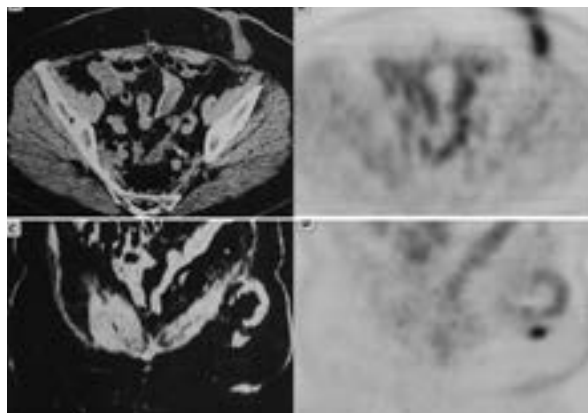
ПЕТ/КТ. Підвищене накопичення ^{18}F -ФДГ на тлі післяопераційних змін. А, С – КТ в аксіальній проєкції і фронтальній реконструкції ділянки живота; В, D – ПЕТ-реконструкції в цих проєкціях. Відмічається активне накопичення РФП у лівій повздожній ділянці, відповідно виведеній коло стоми у пацієнта, прооперованого з приводу раку сигмоподібної кишки [4, 10, 18]
